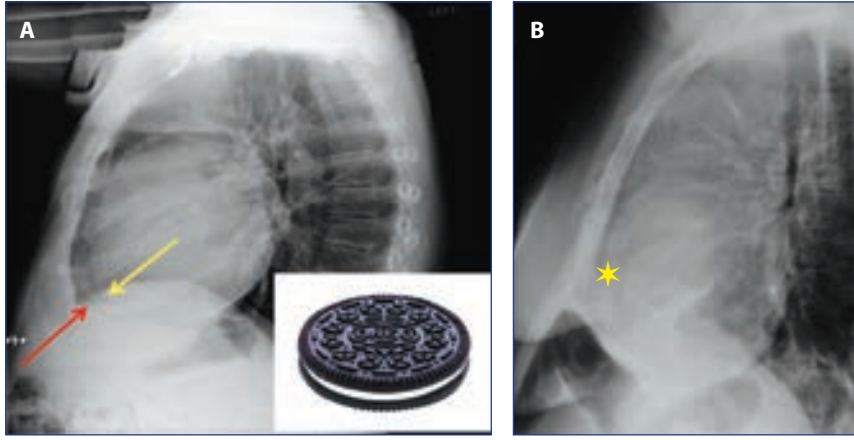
23: Perikardiyal effüzyon: "Oreo-cookie sign" A- Lateral göğüs radyografisi perikardiyal yağ (Sarı ok) ile epikardiyal yağlar görülmekte (kırmızı ok) B- opak görünen perikardiyal sıvı (sarı yıldız) ile iki yağ tabakasının birbirinden (birbirine paralel iki koyu çizgi ile) ayrılması.
